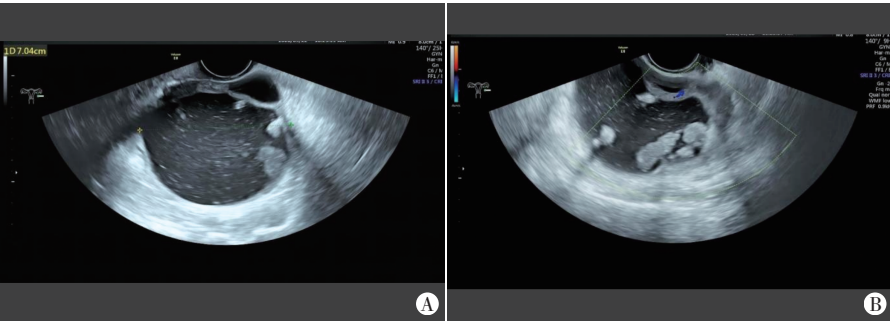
左侧卵巢黏液性囊腺瘤患者(49岁)经阴道超声图像
